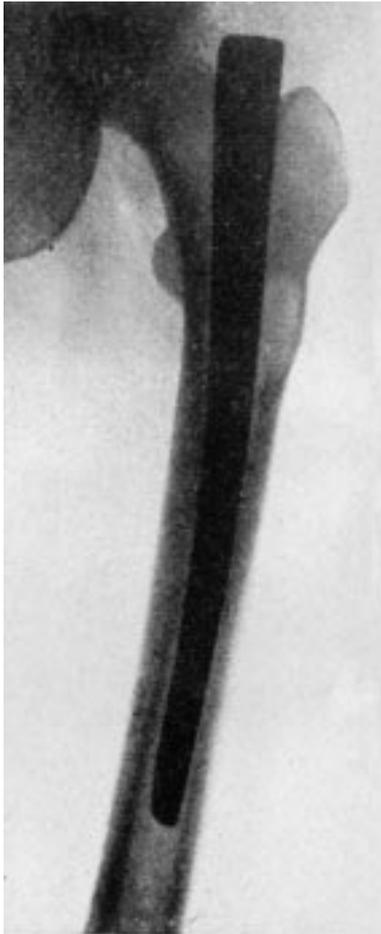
Radiografía de un clavo intramedular cónico.
